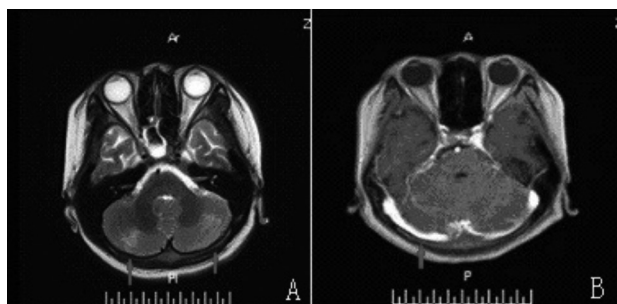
例1 MRI扫描结果 A: T2WI示双侧小脑半球片状长T2信号(箭头所示); B: 增强扫描后可见轻度脑膜强化(箭头所示)。
